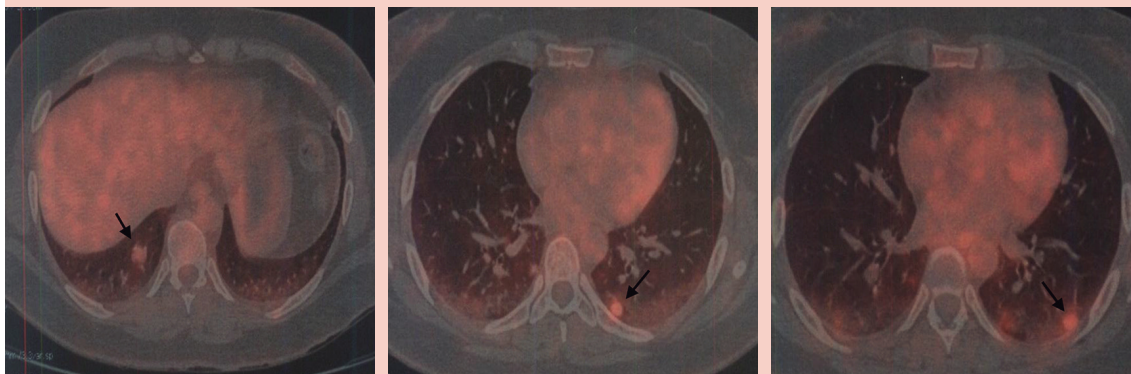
PET-CT, 11 de septiembre de 2018: nuevos nódulos pulmonares hipermetabólicos.
